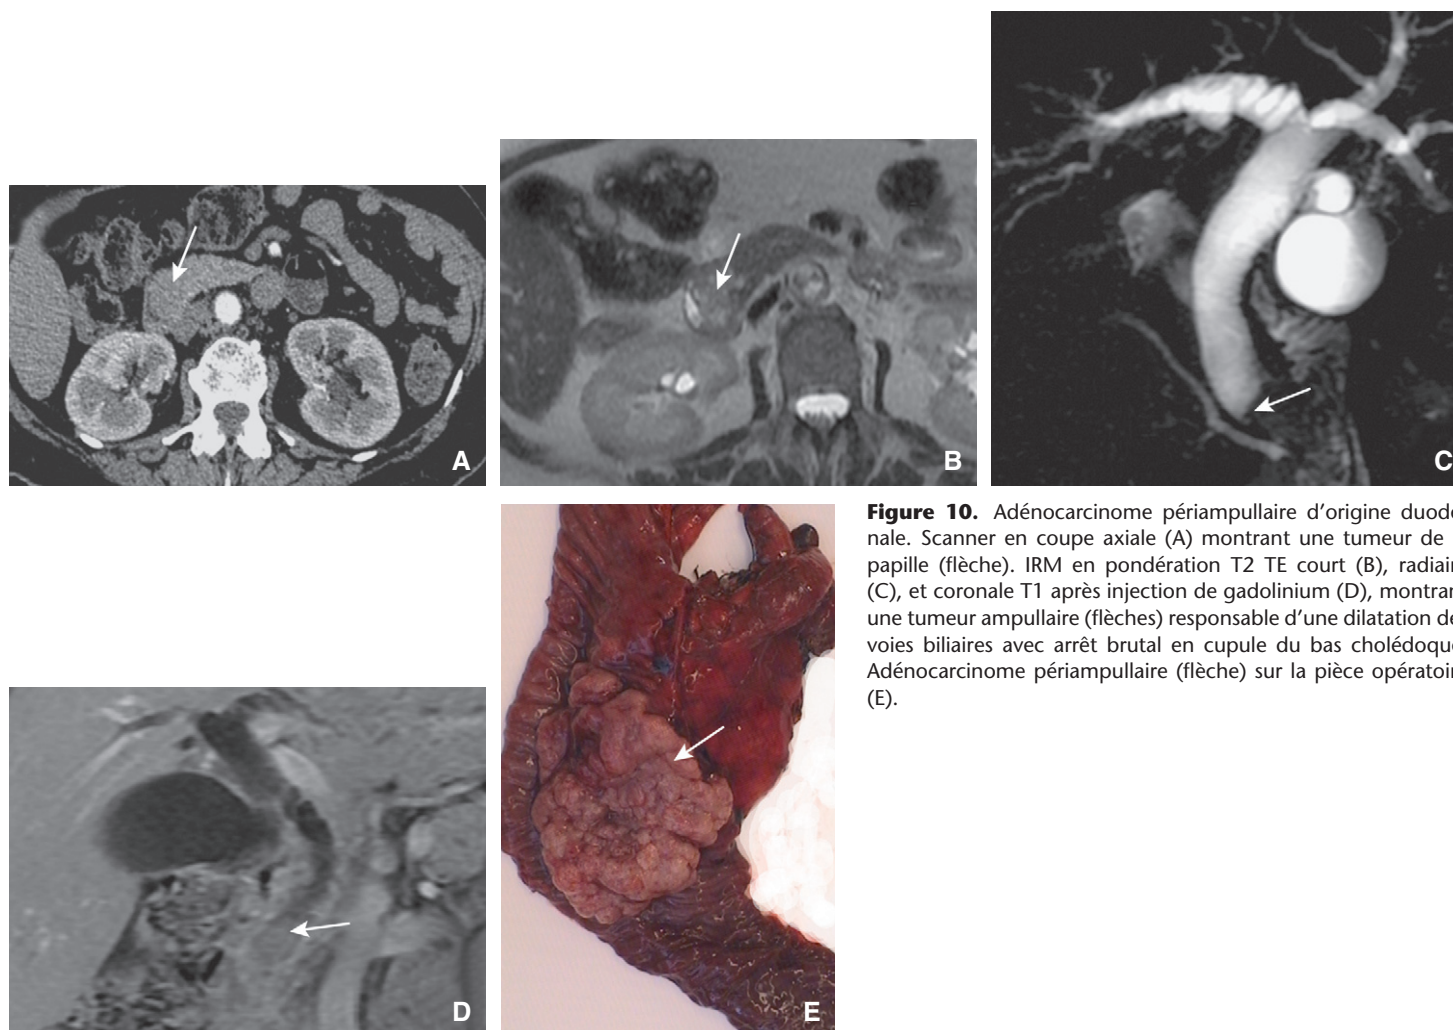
Adénocarcinome périampullaire d'origine duodénale. Scanner en coupe axiale (A) montrant une tumeur de la papille (flèche). IRM en pondération T2 TE court (B), radiaire (C), et coronale T1 après injection de gadolinium (D), montrant une tumeur ampillaire (flèches) responsable d'une dilatation des voies biliaires avec arrêt brutal en cupule du bas cholédoque. Adénocarcinome périampullaire (flèche) sur la pièce opératoire (E).
